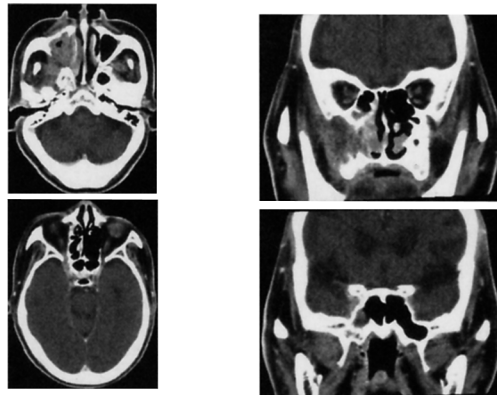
Computed tomography in second admission
